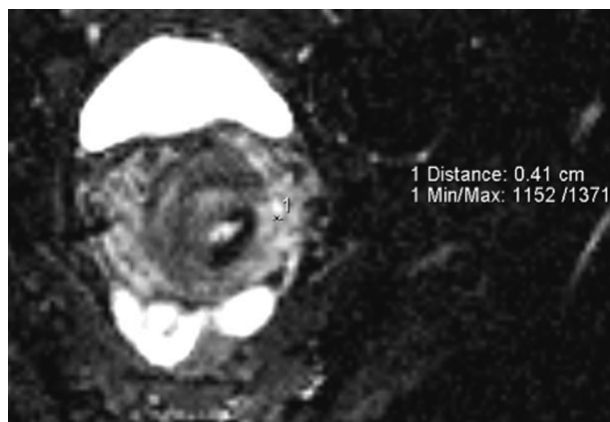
МРТ органов малого таза. ИКД-карта в косой аксиальной проекции. По правой полуокружности шейки матки видна зона инвазии со сниженным сигналом по отношению к окружающим тканям
